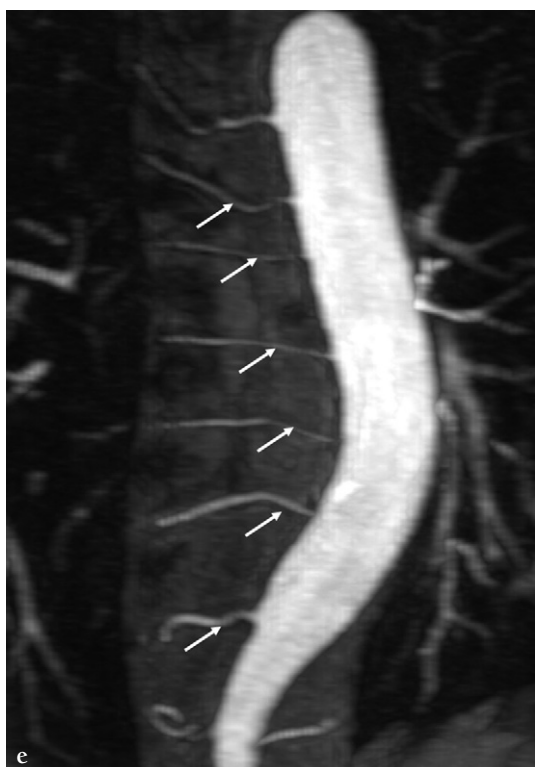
Angio-IRM thoracique. Projection en MIP (d) de l'ensemble du volume contenant l'aorte et l'origine des troncs supra-aortiques. Reconstruction dans le plan coronal (e) montrant l'origine des artères intercostales (flèches). (suite)
